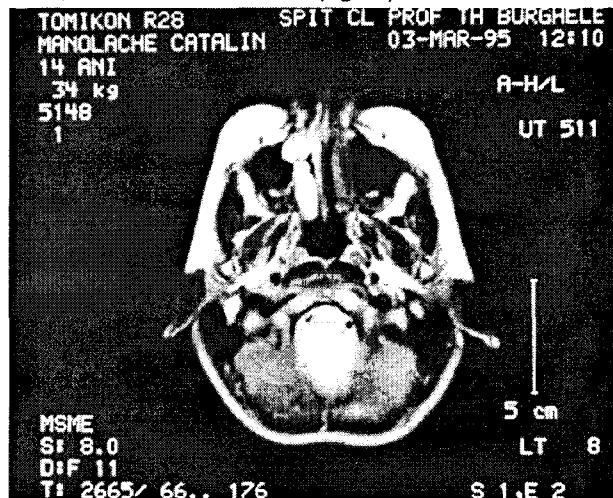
RMN*: evidențierea unei tumori infiltrative la nivelul trunchiului cerebral (imagine antero-posterioară).
